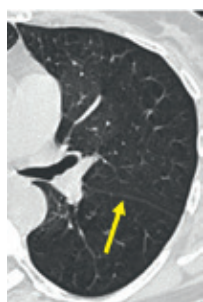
Studienstart am 18. Dezember 2013: 68-jähriger Patient (GOLD II) mit Bronchialwandverdickung und zentrilobulärem Emphysem (CT), normalem Parenchym (T2w-HASTE) und Perfusionsdefekten (DCE-Perfusions-MRT)
